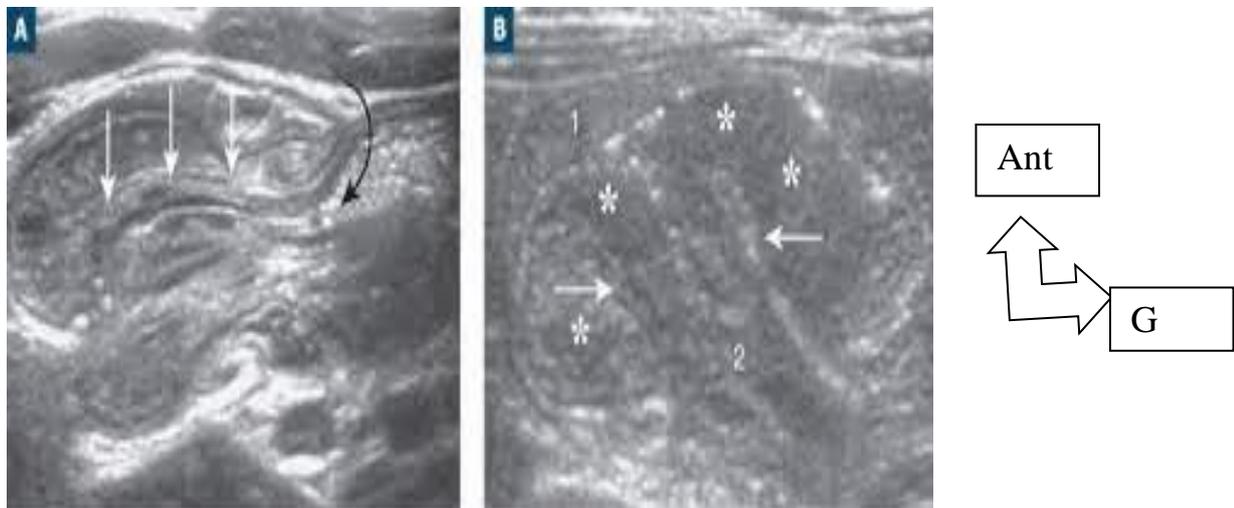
image échographique d'une invagination intestinale
